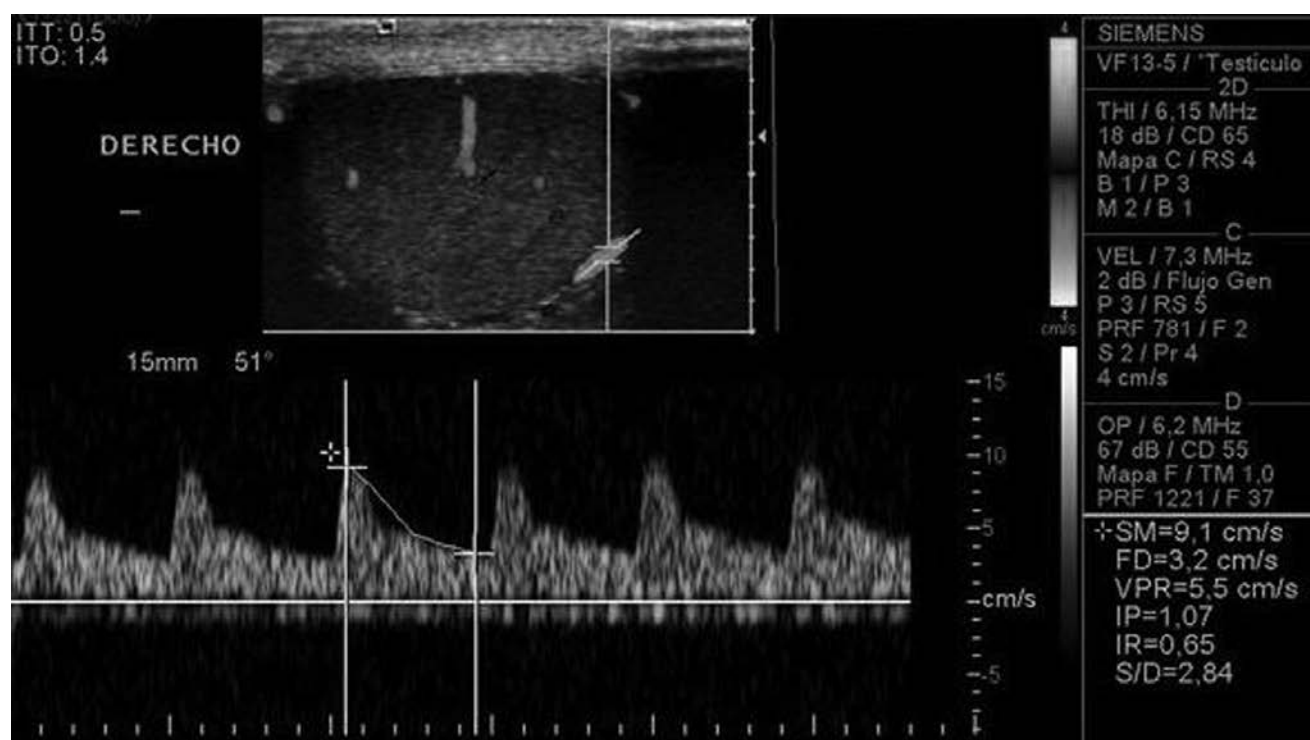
Doppler color y espectral de la rama capsular (flecha) de la arteria testicular.
